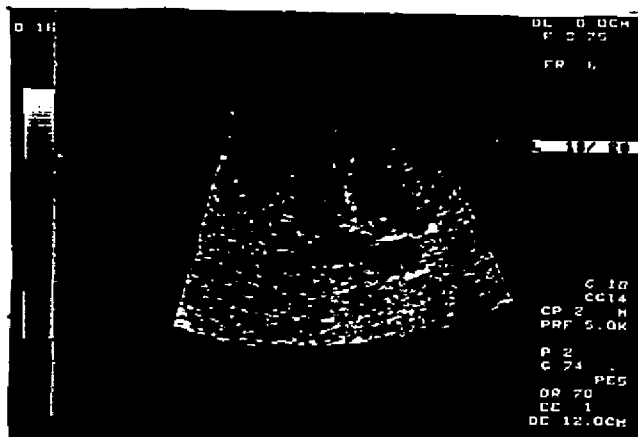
Imagen de Doppler color de un injerto renal con exceso de ganancia de color, por lo que existen muchos ruidos de fondo.
